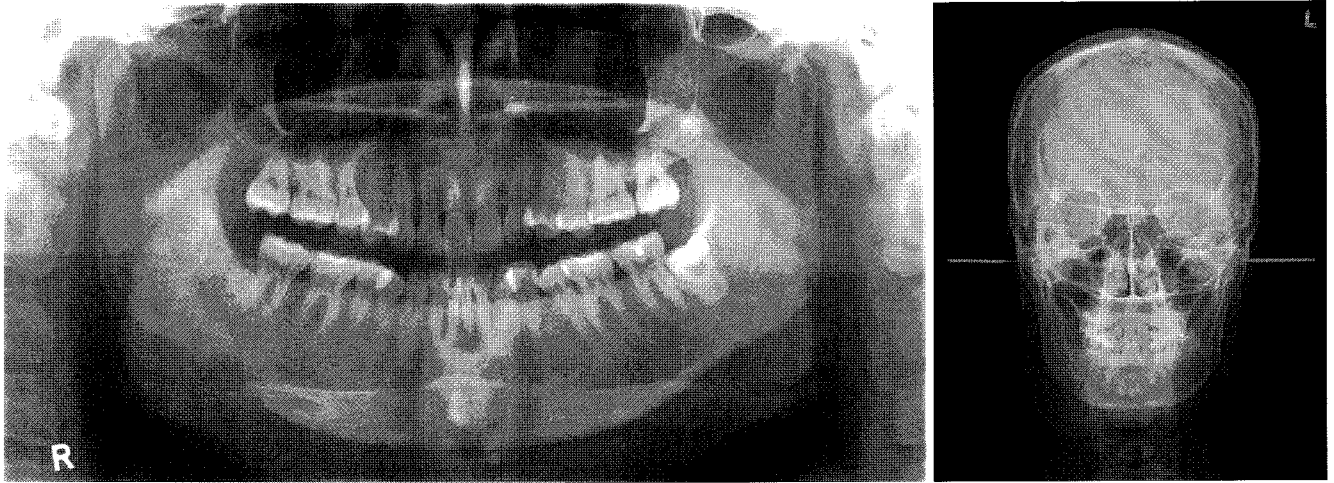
Plain radiographs show ill-defined radiolucency below the extraction socket of the right lower third molar, diffuse sclerosing appearance of the right mandibular corpus, unclear right mandibular canal, and osteolytic destruction of the cortical bone of the mandibular inferior border.
